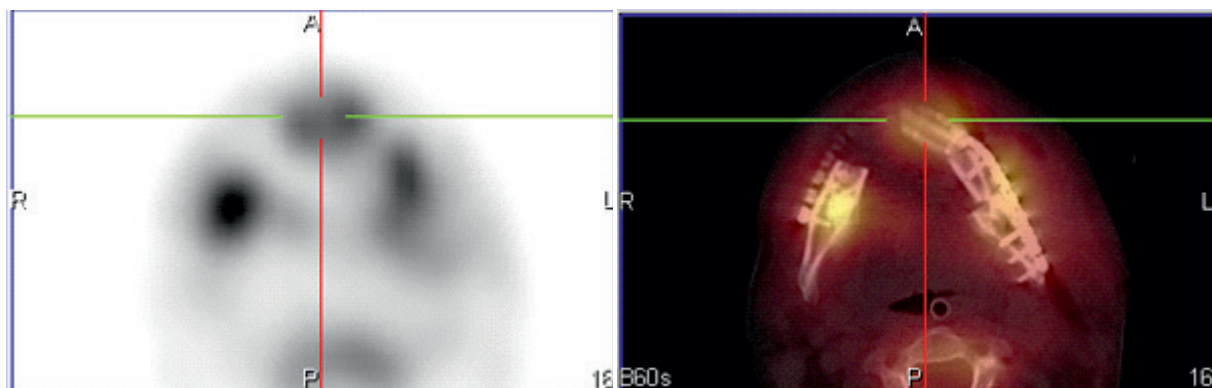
Пациентка М., 5-е сутки после сегментарной резекции нижней челюсти с пластикой ревааскуляризированным малоберцовым аутоотрансплантатом. На эмиссионной томограмме отмечается хорошее кровоснабжение в области центральной части трансплантата со снижением кровотока в латеральных отделах лоскута (область остеотомий). Клинически у пациентки отмечалось нарушение кровотока в кожной части трансплантата
